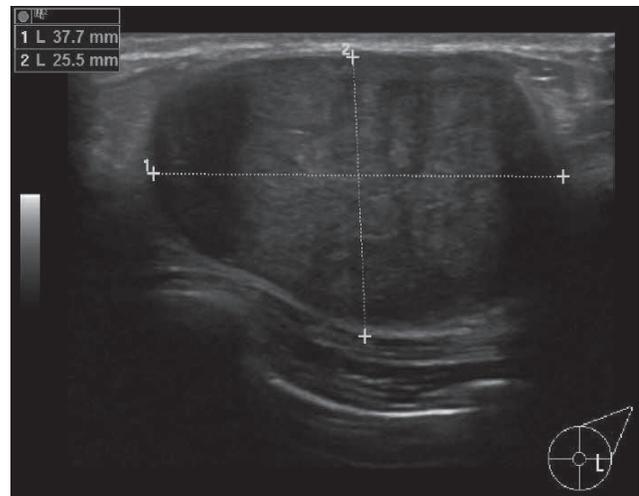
Sonografisch benigne Kriterien; Fibroadenom.
